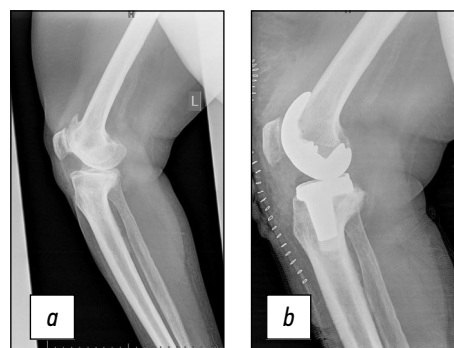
Рентгенограммы больной Т. в боковой проекции: *a* — до оперативного лечения, *b* — после оперативного лечения.
